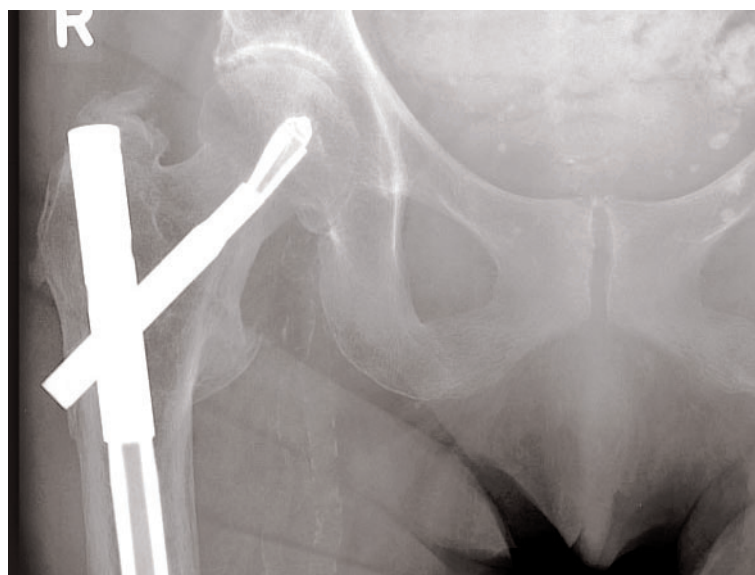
Röntgenbild eines Fixion-PF-Nagels mit abgeknickter Hip-Peg-Spitze
